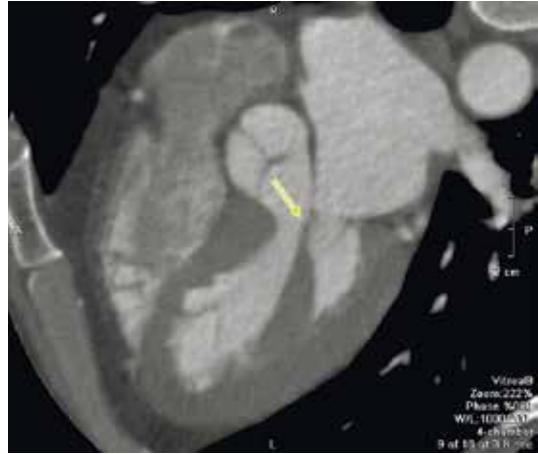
КТ-серця у трикамерній позиції, на якому стрілкою позначено поширення передньої групи папілярних м'язів у передню стулку МК, що є додатковим фактором обструкції у ВТЛШ
